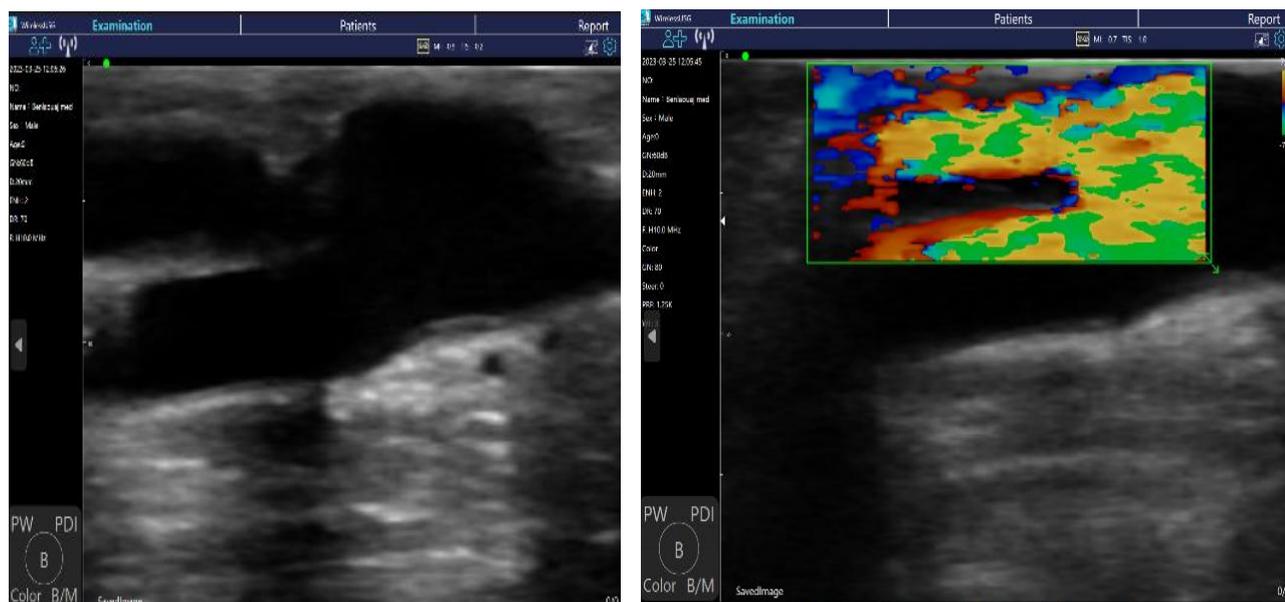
Images en mode Bidimensionnel et Doppler couleur qui montrent une sténose juxta-anastomotique.
